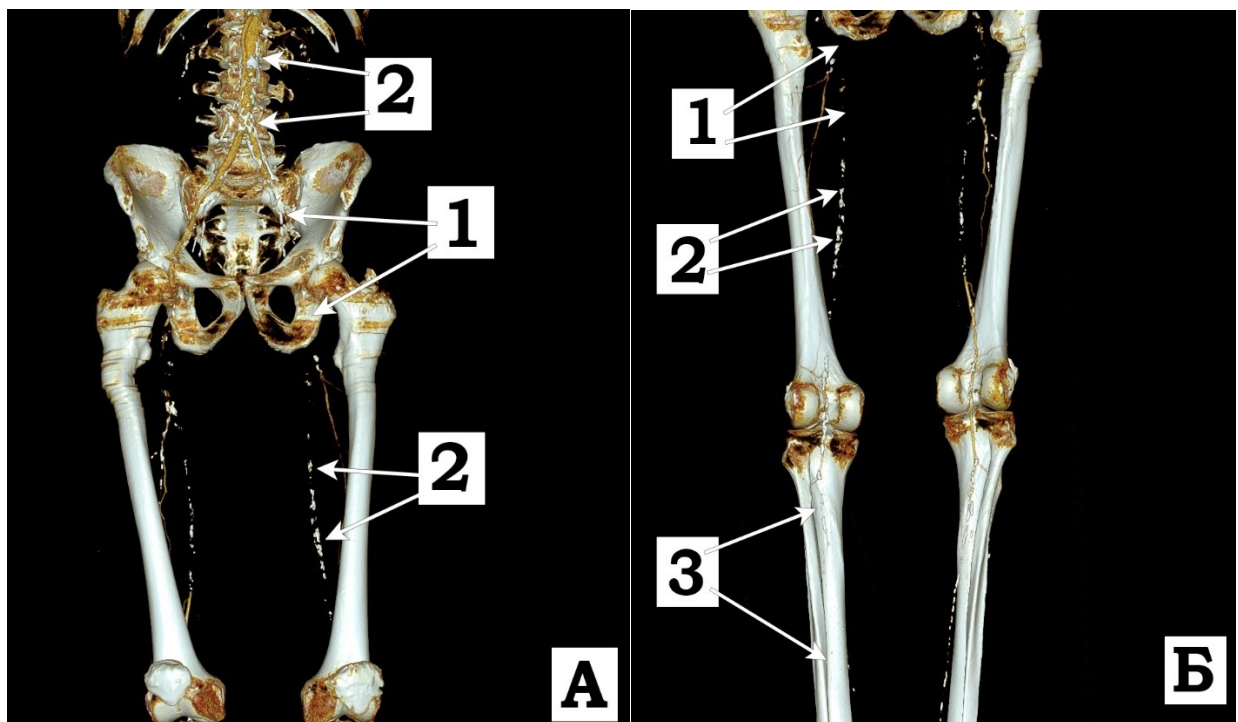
МСКТ-ангиография больного с острым тромбозом НПА слева. А – вид спереди; Б – вид сзади. 1 – отсутствие заполнения артерий пораженной конечности контрастным веществом, 2 – участки выраженного кальциноза артерий, 3 – отсутствие контрастирования дистального русла пораженной конечности.
